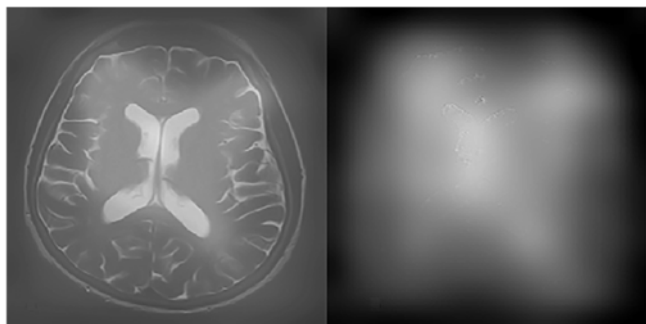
Фокусировка компьютерного зрения при оценке МРТ-изображения
